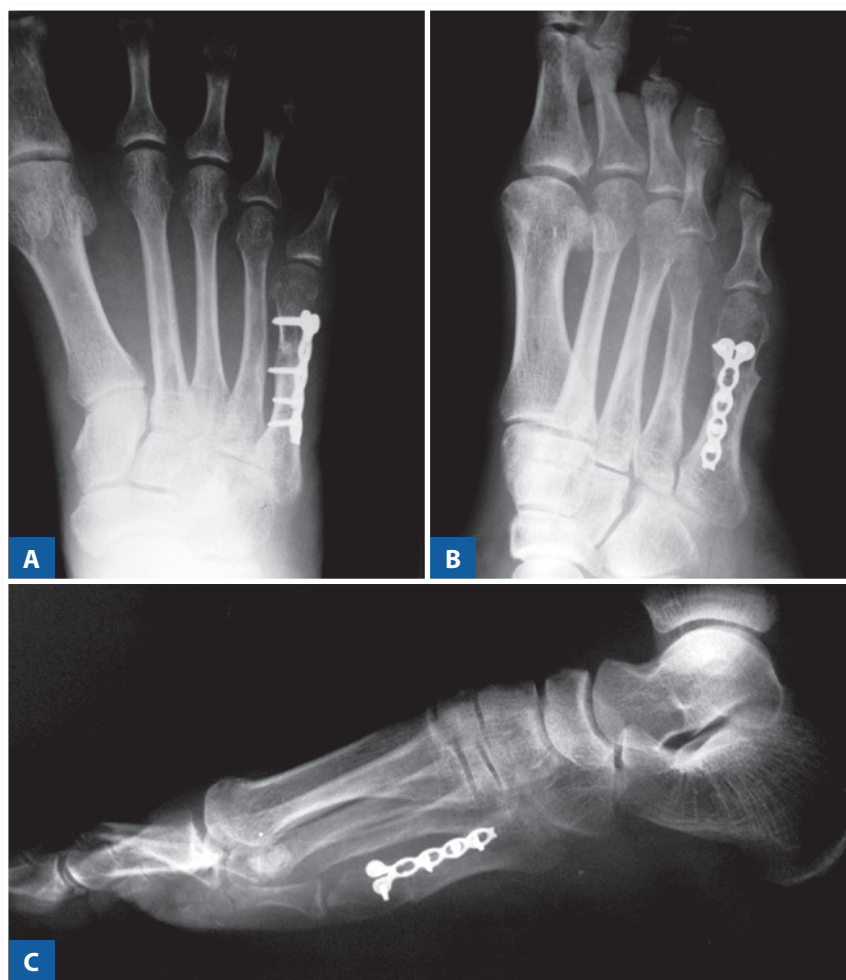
Radiografias do pós-operatório tardio de osteotomia consolidada e ausência de recidiva.
